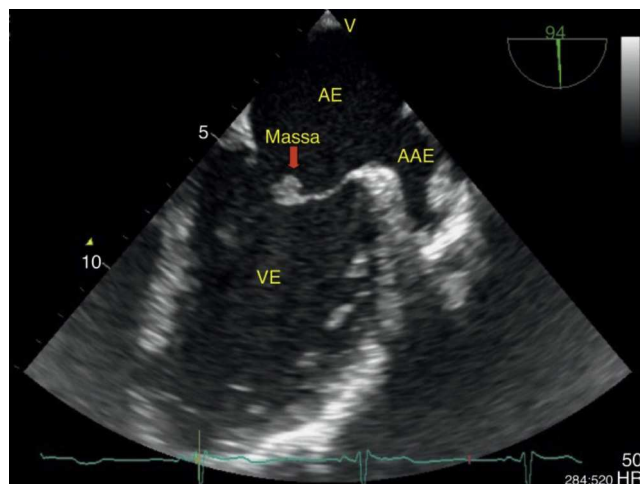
Ecocardiograma transtorácico em paraesternal longitudinal onde se visualiza pequena massa bem definida aderente ao folheto anterior da válvula mitral. AE: aurícula esquerda; VE: ventrículo esquerdo.
